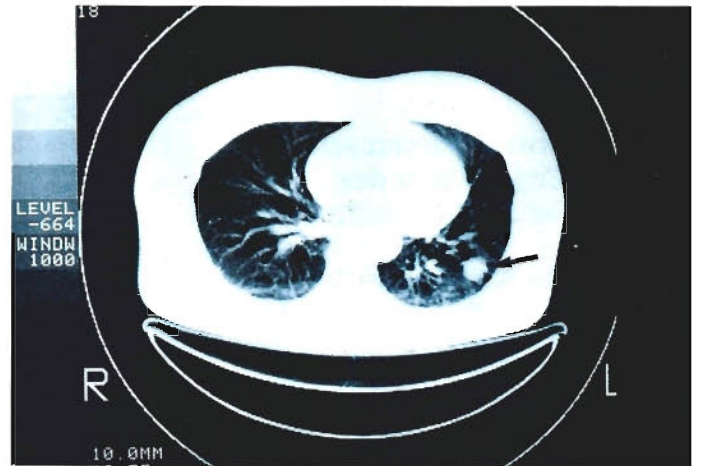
c: Im Thorax-CT erkennt man die Solitärmetastase von 2,5 cm Durchmesser dorso-basal im linken Lungenunterlappen
